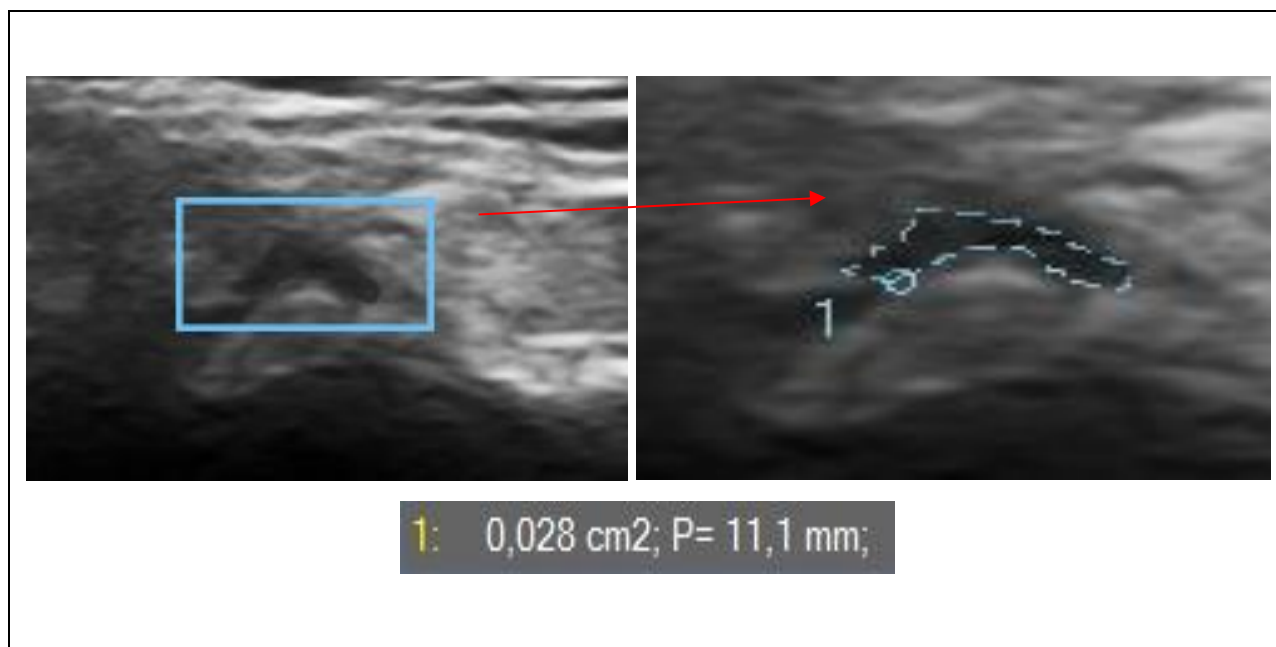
Площадь и периметр суставного диска (по данным УЗИ)
